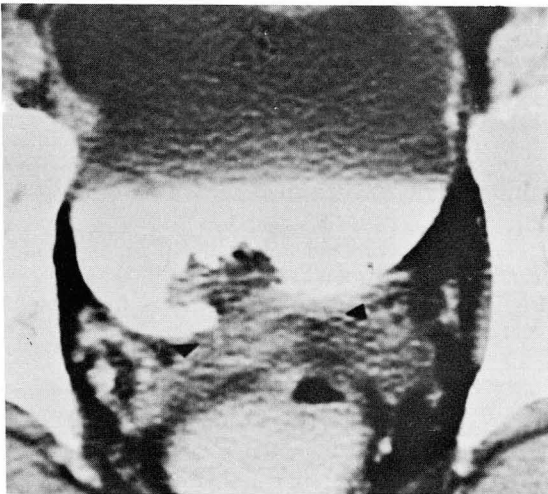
Stage II bladder cancer, overstaged as stage IV. On CT scan, invasion of perivesical fat plane with obliteration of seminal vesicle angle was suggested but it was due to adhesive fibrosis (arrow head).
